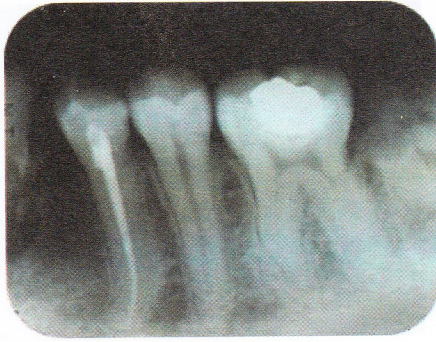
(a) Aktivasi Irigasi dengan Endoactivator, (b) Gambaran Radiografis Trial Pengisian
